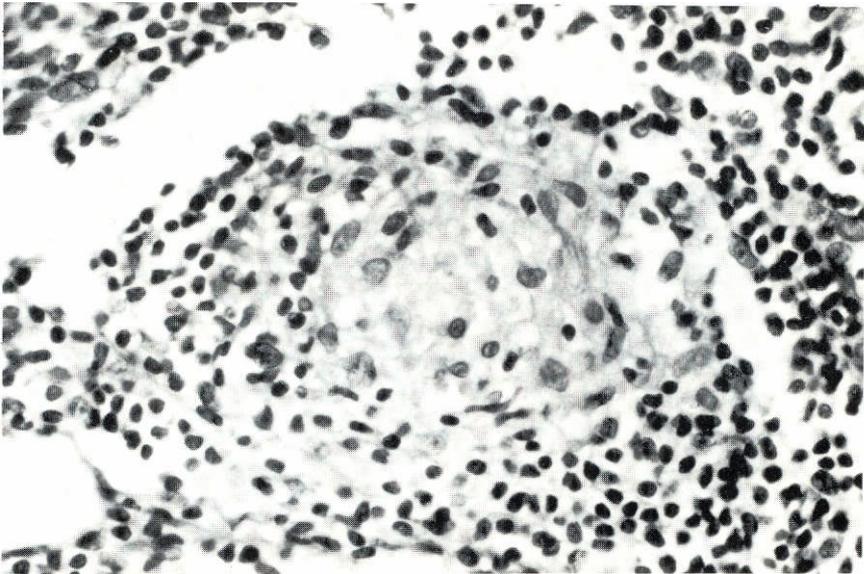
Leitura clínica RM(+). Infiltrado de células epitelióides e linfócitos com esboço de arranjo folicular (tuberculóide incompleto com arranjo folicular). B(-). Classe III (++) . Resultado positivo de grau médio.
